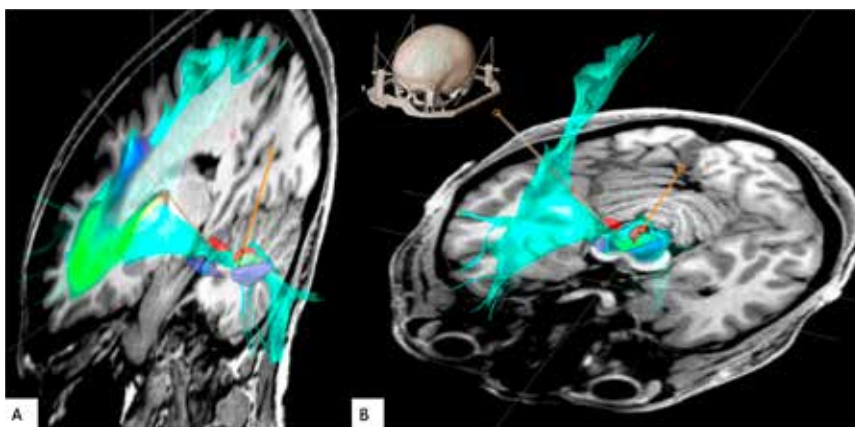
Darstellung der Zielstruktur der Depressions – DBS (Mediales Vorderhirnbündel, grün) mittels Kernspintomographie (genauer: Traktographie). A zeigt Ausdehnung in den Frontallappen, B zeigt Mittelhirn-Ebene. A,B: Die Struktur wird beidseitig mit je einer Elektroden (orange) angesteuert. Zur besseren Übersicht ist hier nur das rechte Bündel dargestellt.
